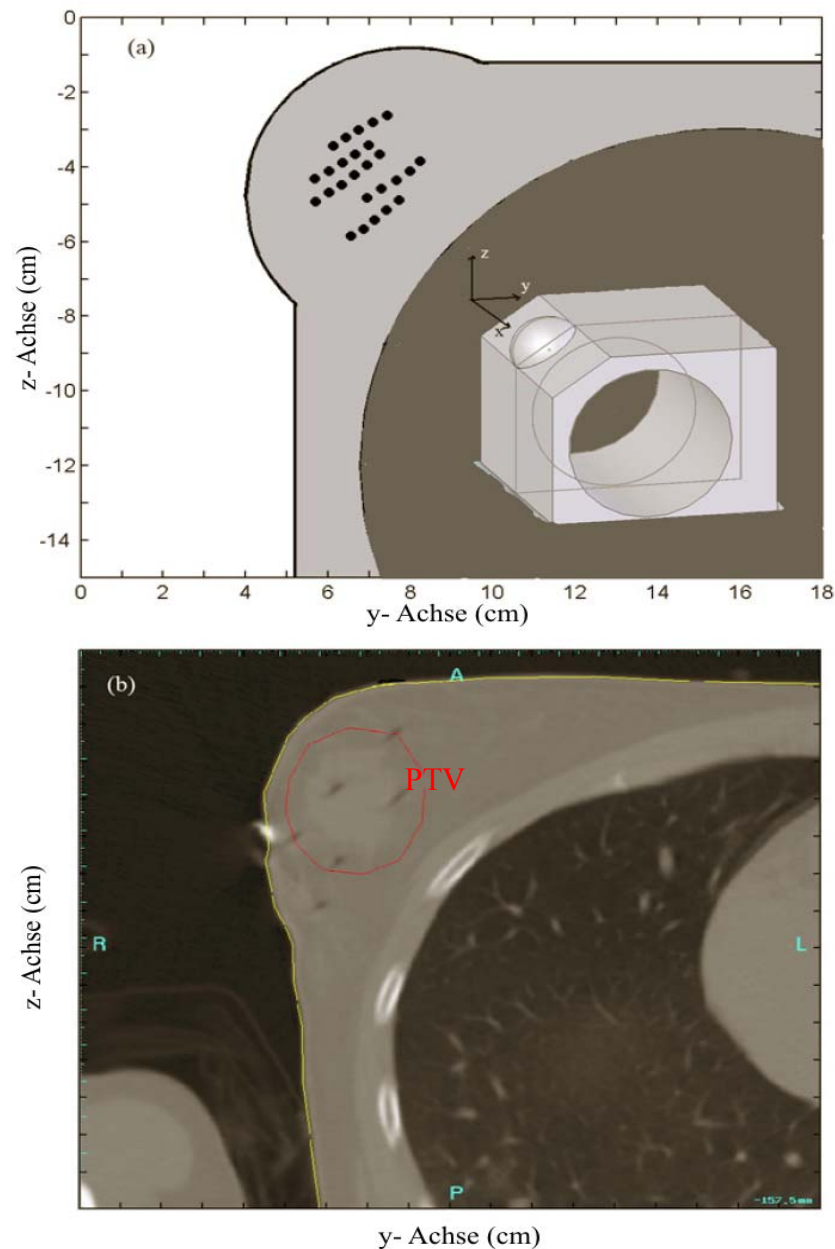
(a) Zentrale transversale Schicht des verwendeten mathematischen patientenadaptiven Phantoms mit denen auf diese Schnittebene projizierten und als schwarze Kreise dargestellten Strahlerhaltepositionen und (b) das entsprechende CT Bild. In der Einlage verkleinert dargestellt das mathematische Phantom mit dem in der Arbeit gültigen Koordinatensystem. Das Inlett der Abbildung 3.26a stellt ein skaliertes 3D Bild des mathematischen Phantoms mit dem verwendeten kartesischen Koordinatensystem dar. Die positive x- Achse zeigt in die kraniokaudale Richtung, die positive z- Achse definiert die dorsal- zu- ventral Richtung und die positive y- Achse definiert die links nach rechts Richtung und daher entsprechen die yz- den transversalen, die xz- den sagittalen und die xy- den koronalen Ebenen. Die Phantomabmessungen betragen 20cm entlang der y-Achse und 30cm entlang der x- Achse. Die Brust wird durch die Überschneidung einer Kugelfläche mit einem Radius von 8cm und einer schrägen Ebene simuliert (siehe Abbildung 3.26a). Die rechte Lunge wird durch einen Zylinder mit einem Durchmesser von 18cm und einer Höhe von 30cm entlang der x- Achse simuliert
